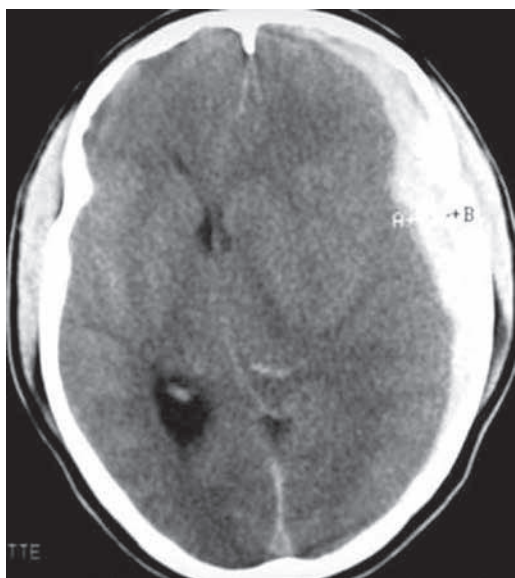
TC en TEC: Hematoma subdural hiperdenso agudo
